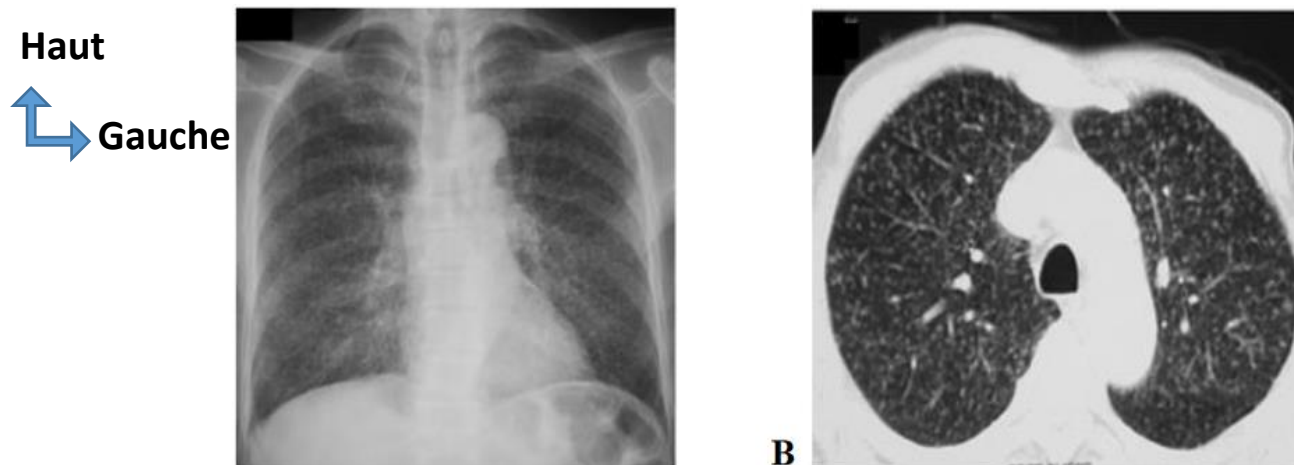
TB miliaire vue à la radiographie (A) et au scanner (B) – aspect micronodules symétriques, bilatéraux, disséminés(14)
